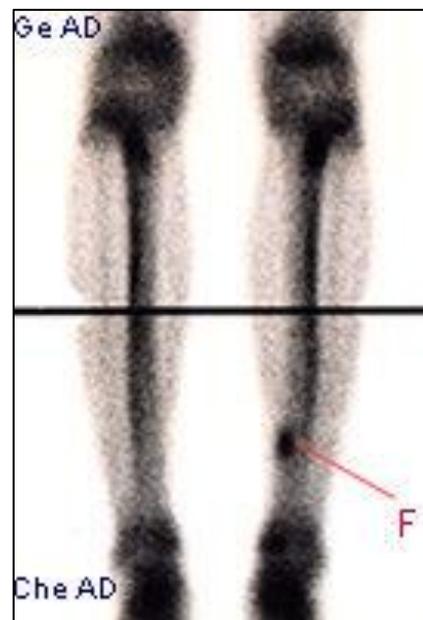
scintigraphie d'une fracture de fatigue montrant une hyperfixation au niveau du tibia [50]
